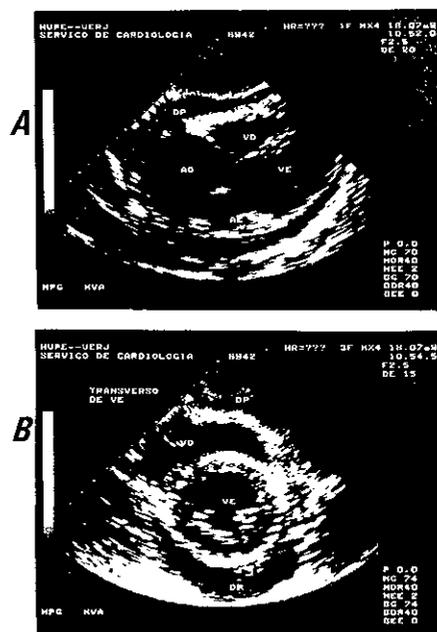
Ecocardiograma bidimensional em "a" no corte quatro câmaras na posição subcostal, mostrando a presença de derrame pericárdico de grau moderado sem sinais de restrição diastólica (notar a não existência de colabamentos no átrio direito). Em "b", no corte transversal do ventrículo esquerdo (VE) demonstrando a presença de derrame pericárdico na face anterior do ventrículo direito (VD) e na posterior do VE, caracterizando o derrame de grau moderado.
